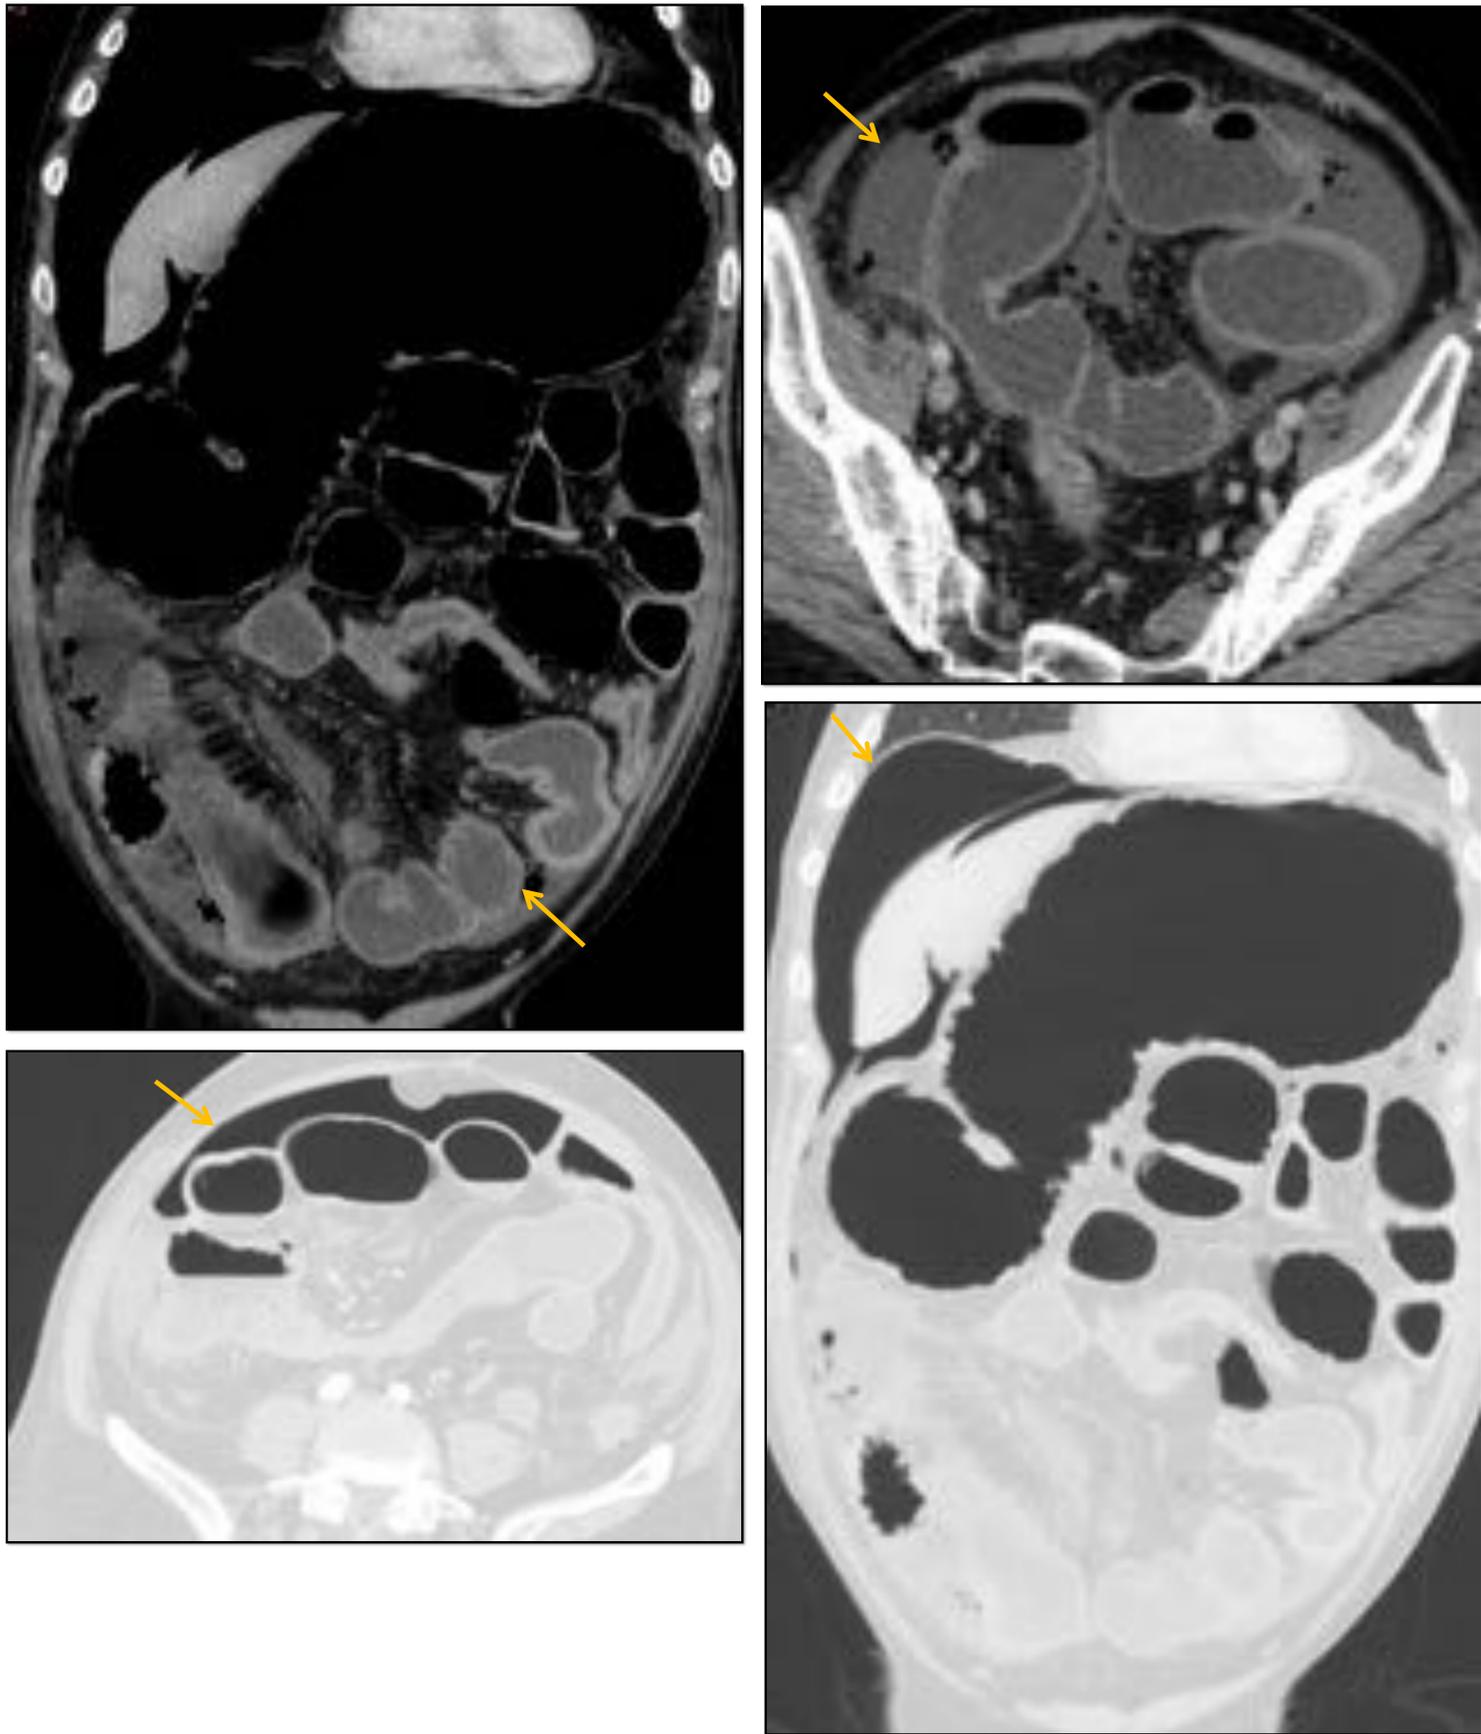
Varón de 64 años con melanoma metastásico en tras recibir Ipilimumab. Imágenes axiales de TC de abdomen con ventana de mediastino y pulmón con edema y realce de la pared del colon, severa dilatación a nivel del colon transverso, desdibujamiento de la grasa de vecindad, líquido libre intra-abdominal y neumoperitoneo en relación con colitis autoinmune perforada (flechas amarillos).
